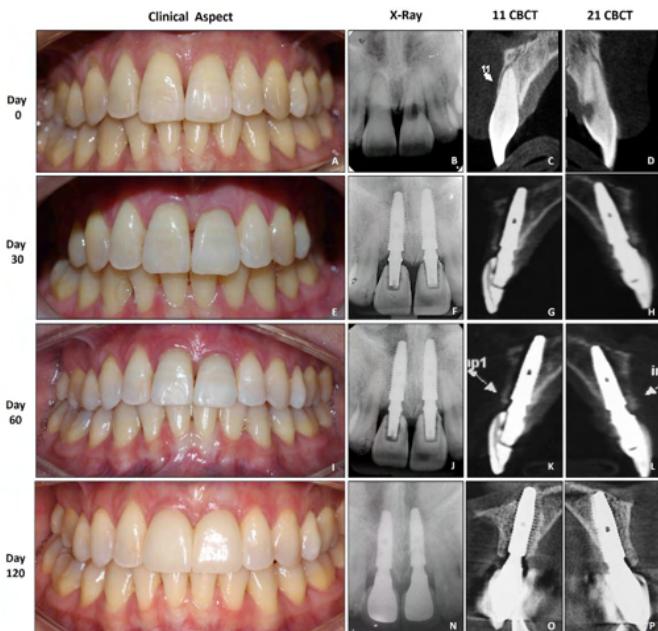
ABCD) Dia zero, aspecto inicial dos dentes 11 e 21, associando-se a radiografia periapical e tomografia computadorizada cone beam; EFGH) Sete dias de pós-operatório de instalação dos implantes; IJKL) Trinta dias de pós-operatório; MNOP) 90 dias de pós-operatório com as restaurações cerâmicas prontas
